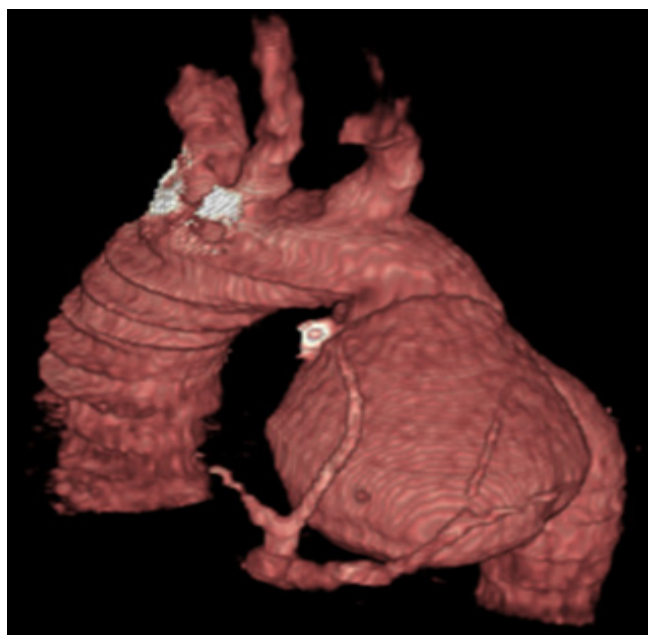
МСКТ-ангиография грудной аорты.
